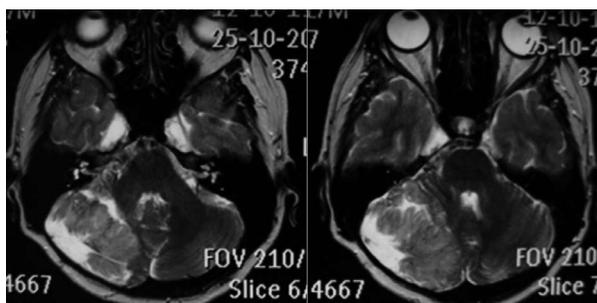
МРТ головного мозга в режиме T2-взвешенных изображений (2017) пациентки К. Состояние после частичного удаления опухоли в 1997 г. Размеры остатка опухоли 5,0 × 5,7 × 4,0 см
